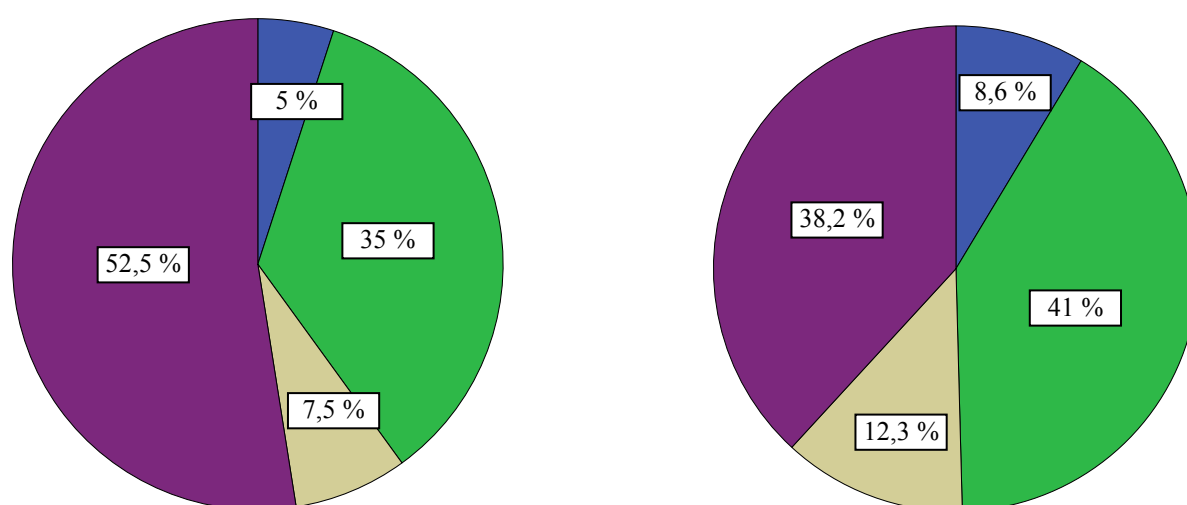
Vergleich der TK-Blutgruppen, die an Patienten der AB0-Blutgruppe AB verabreicht wurden: Bei einmaliger Transfusion (links) und mehrmaliger Transfusion (rechts). A = grün, B = braun, 0 = blau, AB = violett
